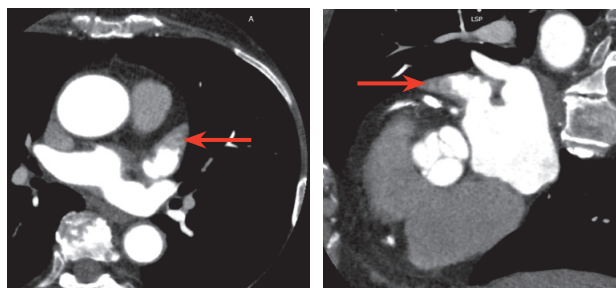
Компьютерная томография сердца: A — аксиальный срез, стрелкой указан дефект контрастирования ушка левого предсердия; B — мультипланарная реконструкция по длинной оси ушка левого предсердия, стрелкой указан дефект контрастирования
